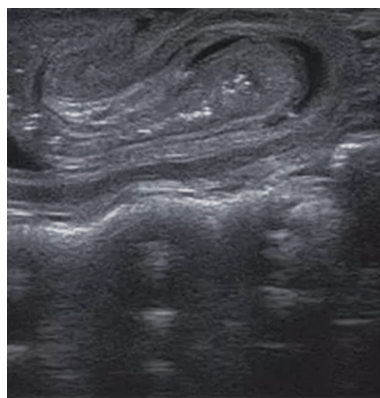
Продольное изображение инвагината при УЗИ органов брюшной полости
